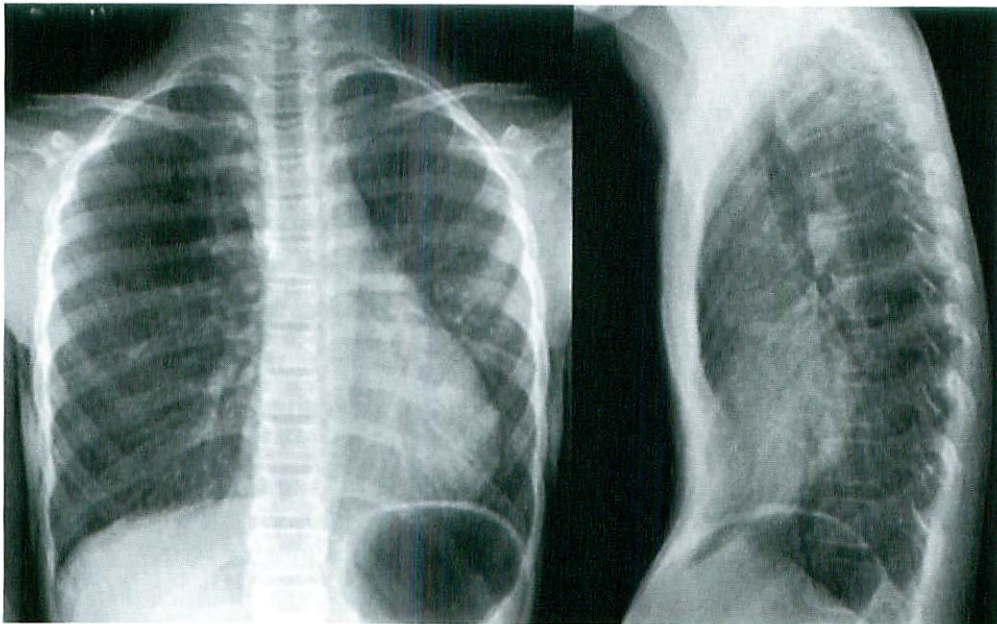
Chest radiograph of Case 1
